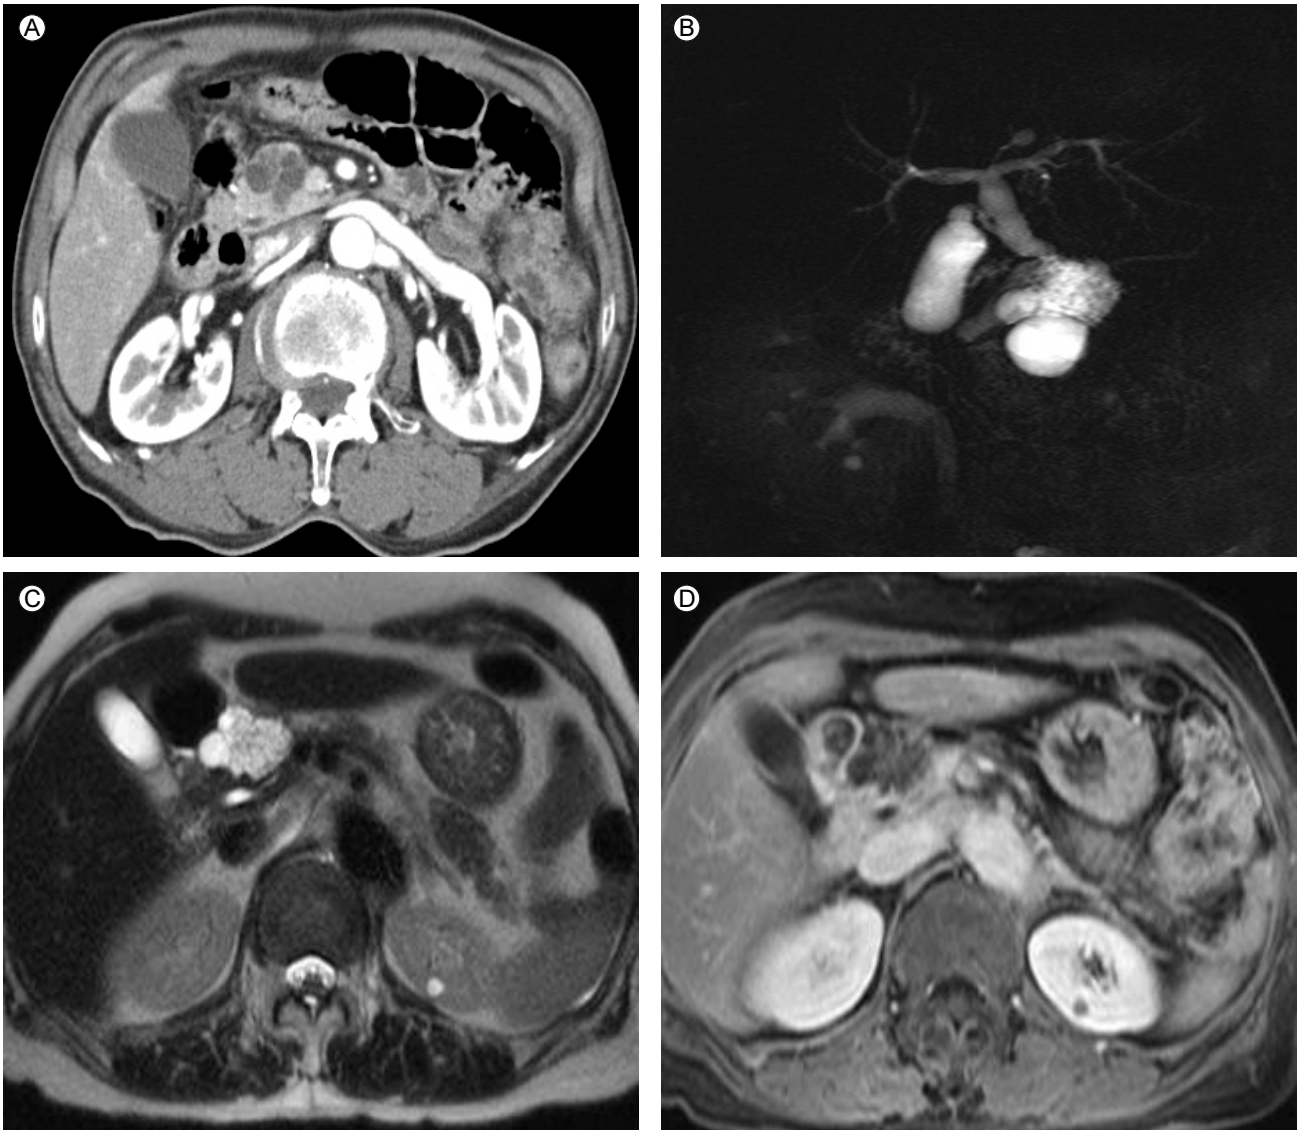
Serous oligocystic adenoma of pancreas. Contrast enhanced CT scan (A) during portal phase shows lobulated contoured cystic mass in pancreas neck. MRCP (B) and T1-weighted enhancing axial MR image (C) show that this mass has many internal lobules and subtle enhancing septa. There is no pancreatic ductal dilatation or calcification.
